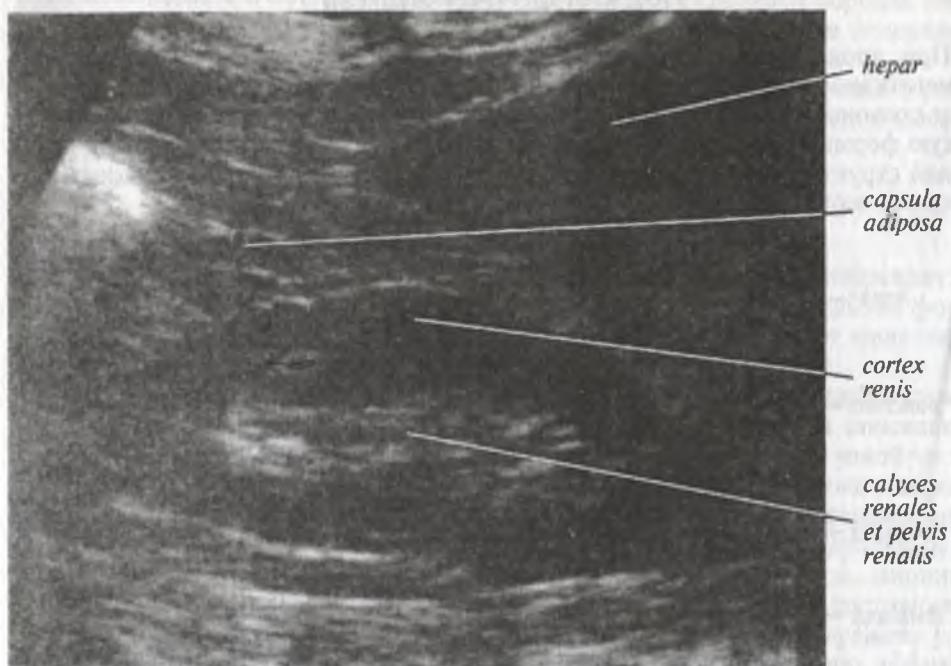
Ультразвуковая томограмма правой почки
